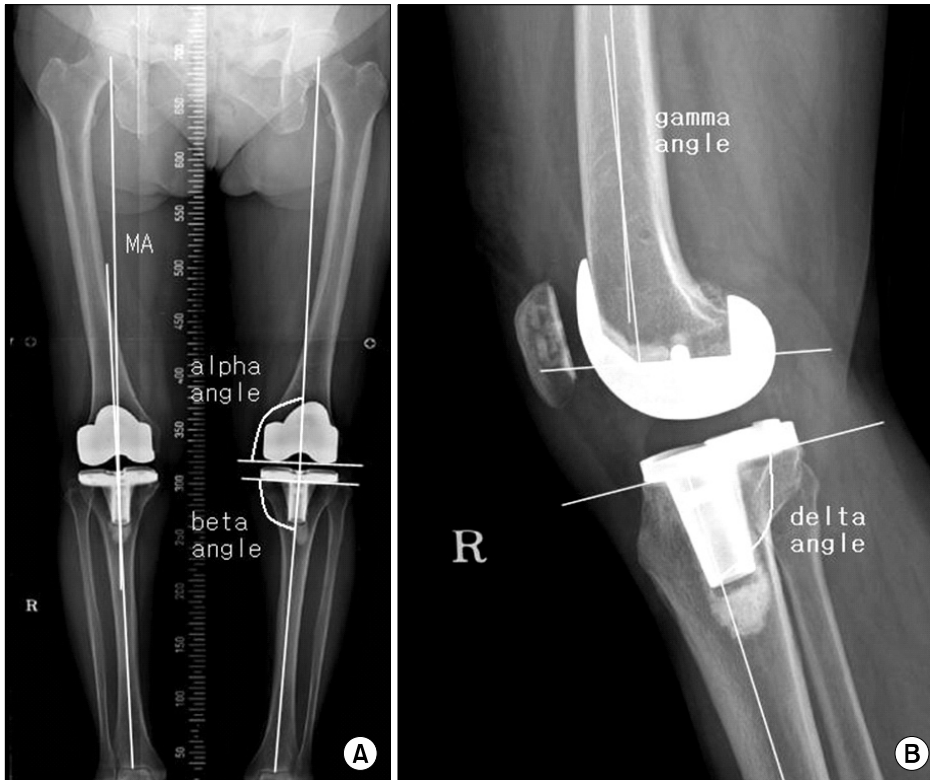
(A) Anteroposterior radiograph showing the mechanical axis angle (MAA), the medial inclination angle of the femoral component with the mechanical axis of the femur ( $\alpha$  angle), and the medial inclination angle of the tibial component with the mechanical axis of the tibia ( $\beta$  angle). (B) Lateral radiograph showing the angle of the femoral component with the anatomical axis of the femur ( $\gamma$  angle), and the angle of the tibial component with the anatomical axis of the tibia ( $\delta$  angle).
